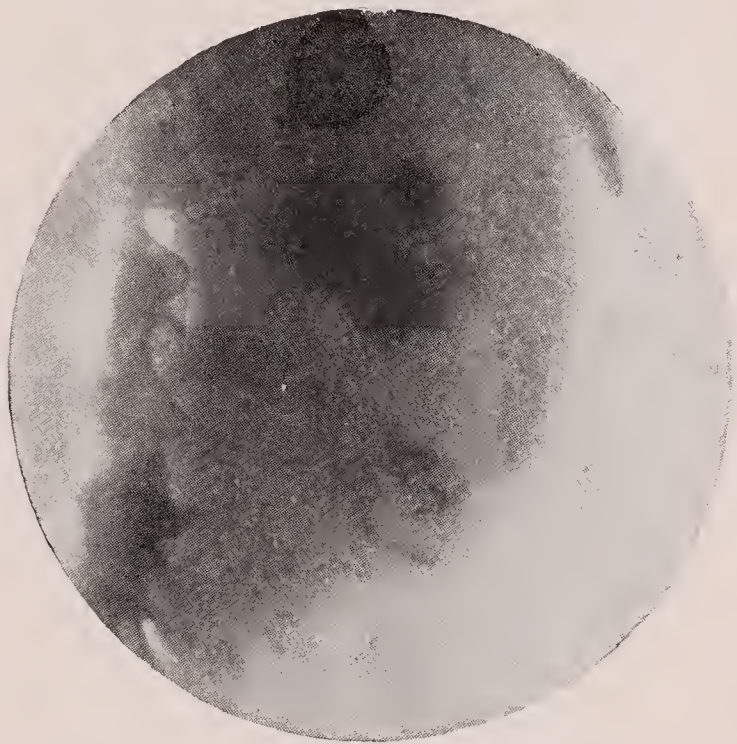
Nierensteine im Röntgenbild.
